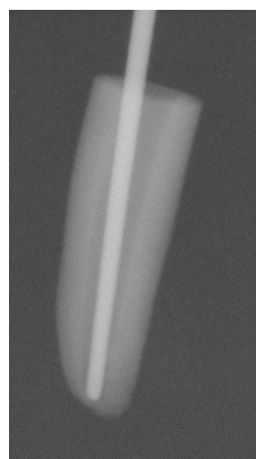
Radiografia com cone de gutta-percha (mesial)
